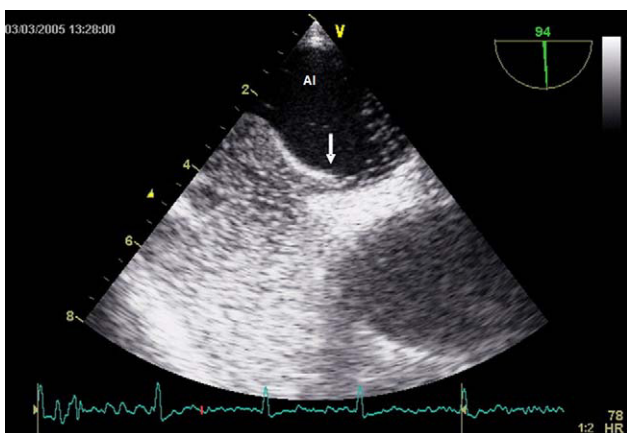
Ecocardiografía transesofágica que muestra el paso de contraste a través del foramen oval permeable.
